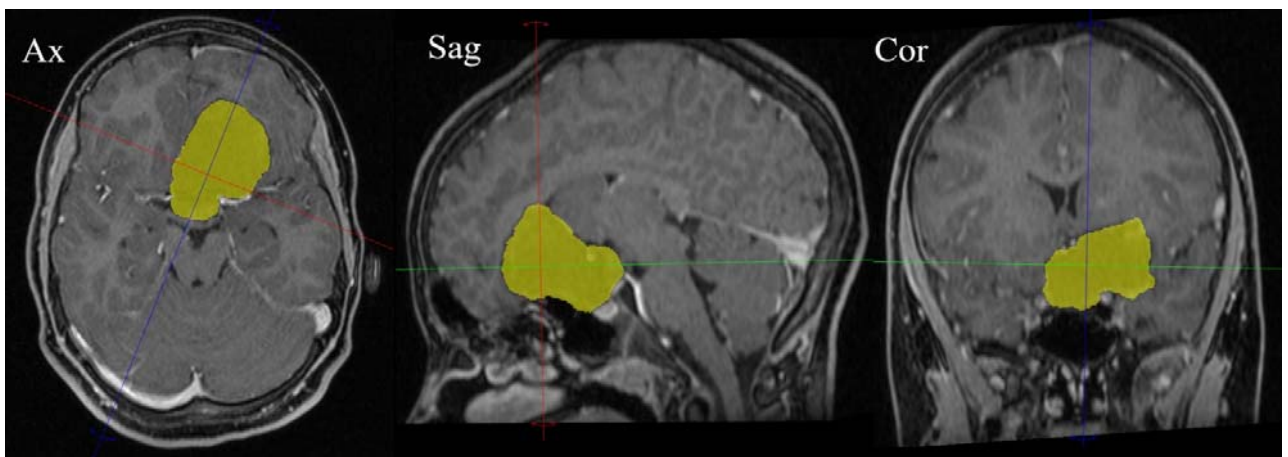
Сегментация структур по исходным изображениям МРТ (режим T1 с контрастным усилением). Желтым цветом выделена холестеатома, вычисление объема выделенной (сегментированной) структуры осуществляется автоматически
